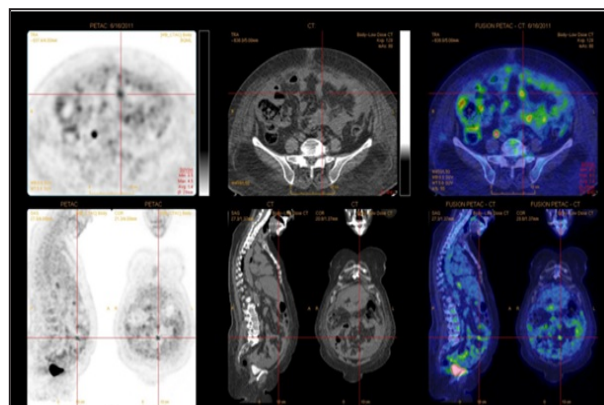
TEP-TDM au ^{18}F -FDG à l'admission. Lésions hypermétaboliques distribuées aléatoirement sans lien avec les organes solides ou les aires ganglionnaires : image de carcinomatose péritonéale.
